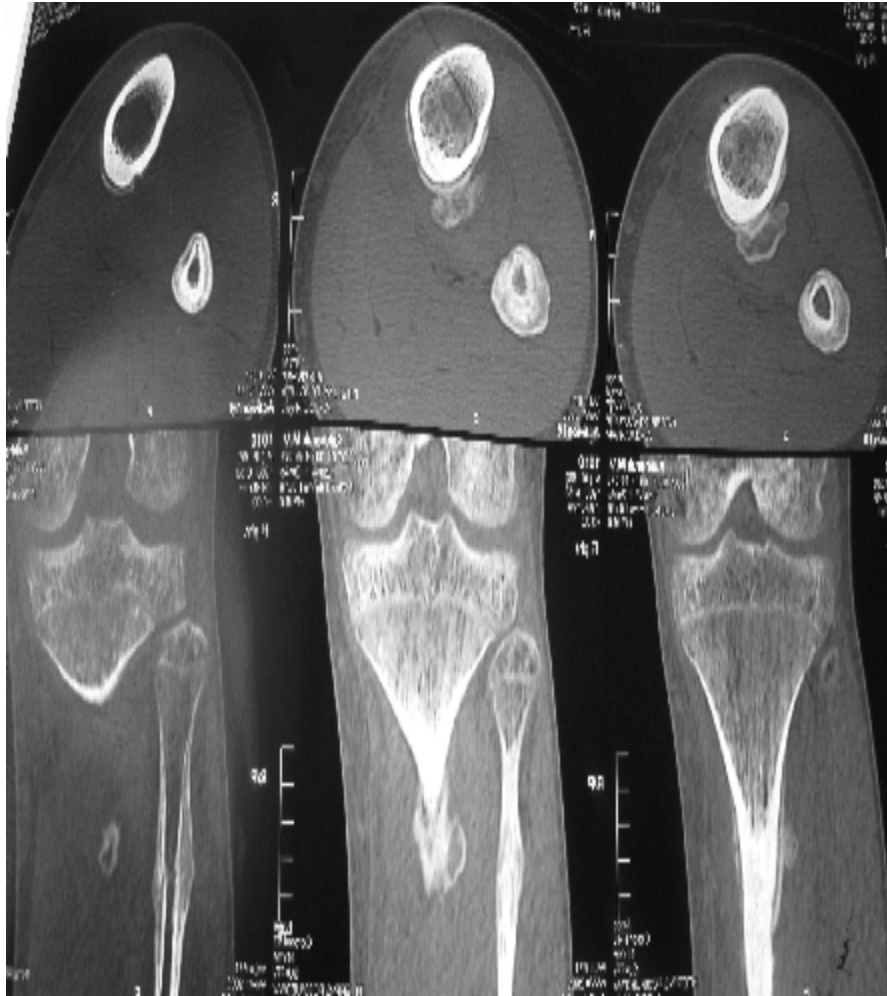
Серія комп'ютерних томограм лівої гомілки. Чітко простежують лінії патологічної перебудови (маршові переломи) проксимальної частини кісток гомілки з муфтоподібними періостальними нашаруваннями над ними.
